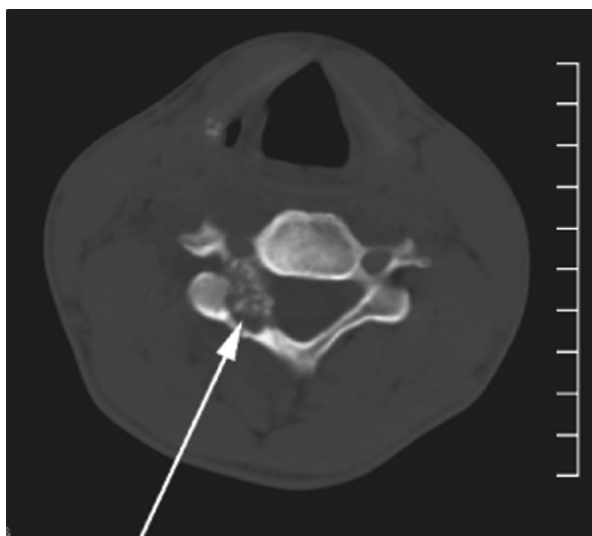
КТ шейного отдела позвоночника. Гемангиома дуги позвонка
